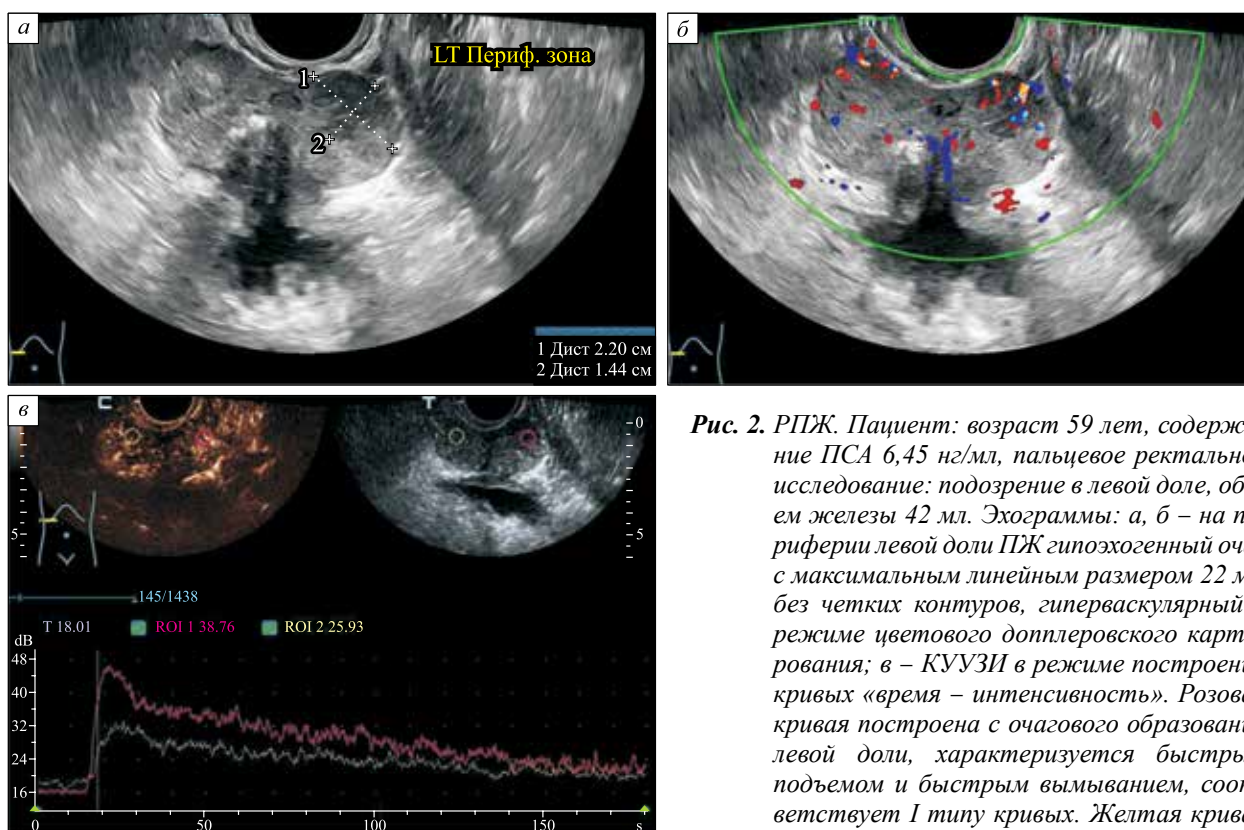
РПЖ. Пациент: возраст 59 лет, содержание ПСА 6,45 нг/мл, пальцевое ректальное исследование: подозрение в левой доле, объем железы 42 мл. Эхограммы: а, б – на периферии левой доли ПЖ гипоехогенный очаг с максимальным линейным размером 22 мм без четких контуров, гиперваскулярный в режиме цветового доплеровского картирования; в – КУУЗИ в режиме построения кривых «время – интенсивность». Розовая кривая построена с очагового образования левой доли, характеризуется быстрым подъемом и быстрым вымыванием, соответствует I типу кривых. Желтая кривая построена с интактной периферической
